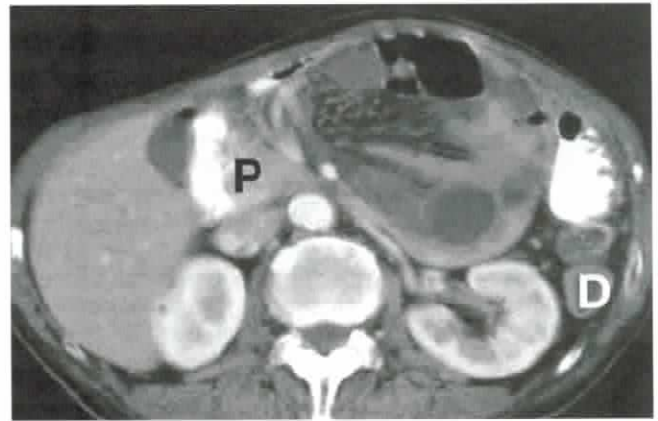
Hérnia paraduodenal esquerda - tomografia computadorizada com contraste do abdome superior mostrando uma massa de alças de intestino delgado dilatadas entre a cabeça do pâncreas (P) e o estômago. (D) cólon descendente.²
